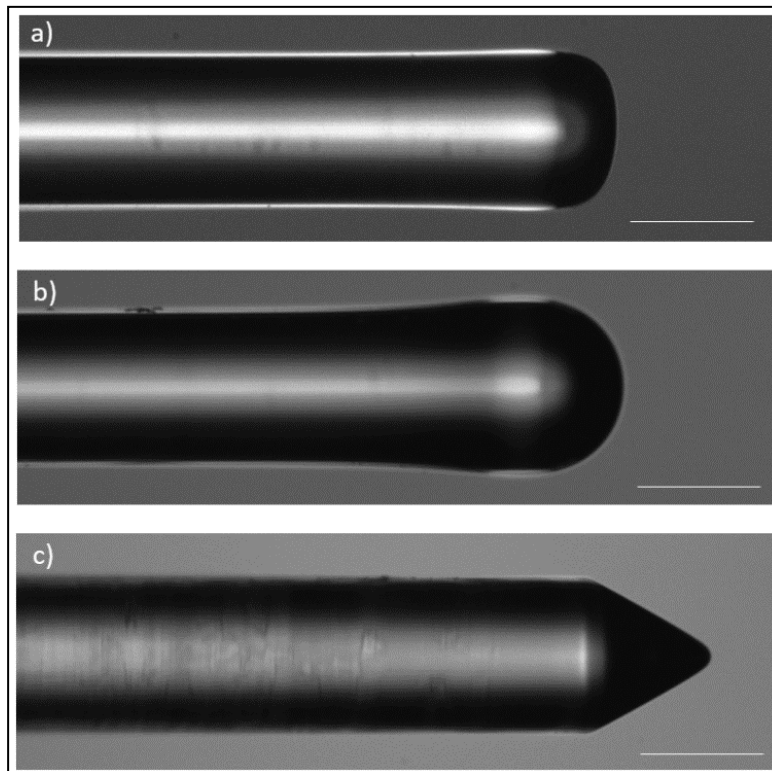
Images des trois embouts de fibres optiques utilisées pour les mesures de vélocimétrie laser à effet Doppler. Les barres d'échelle correspondent à $100\ \mu\text{m}$. a) Fibre A présentant le rayon de courbure le plus important. b) Fibre B présentant un rayon de courbure intermédiaire. c) Fibre C avec embout conique lentillé.
